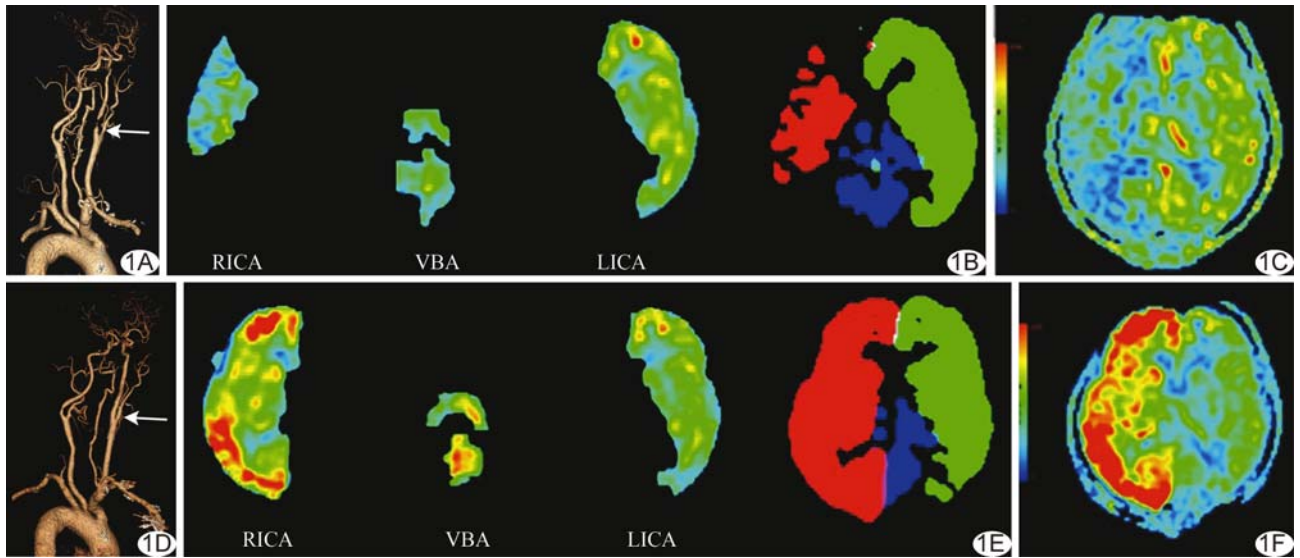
患者男,66 岁,右侧 ICA 重度狭窄,过度灌注组,CEA 术后 1 天出现头痛、呕血及难以控制的高血压 A. 术前 CTA 示 ICA 重度狭窄(箭); B. 术前 tASL 图示 PV_总减小; C. 术前 3D-pcASL 图示右侧 ICA 供血区灌注明显减低; D. 术后 CTA 示 ICA 通畅(箭); E. 术后 tASL 图示 PV_总明显增加; F. 术后 3D-pcASL 图示右侧 ICA 供血区 CBF 较前明显升高,术后 DR_{CBF}=2.20 (RICA:右侧 ICA;VBA:椎基底动脉;LICA:左侧 ICA)
